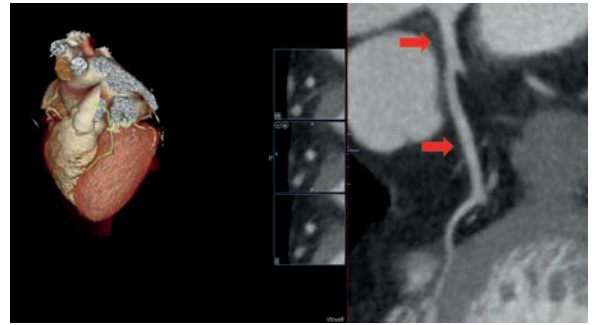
Angiotomografía coronaria. En esta imagen (con flechas rojas) se indica tronco de coronaria izquierda y arteria descendente anterior, sin lesiones.
